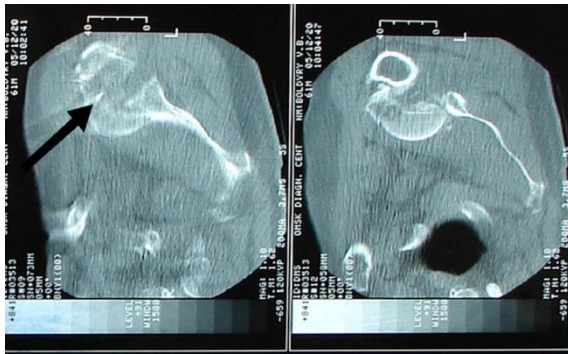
Пациент К. Магнитно-резонансная томография правого плечевого сустава. Оскольчатый переломовывих проксимального отдела плеча
